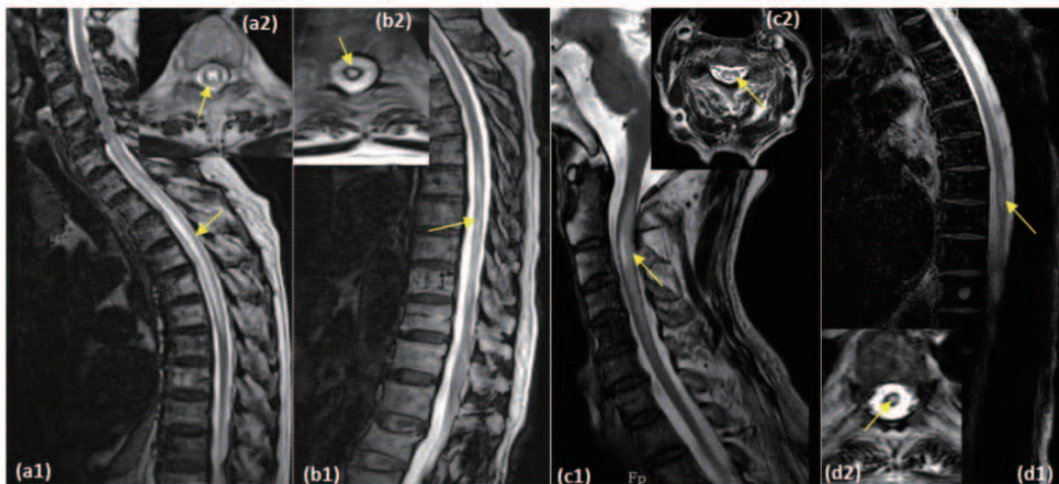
例1、例2、例3 NMOSDs患者MRI检查所示脊髓病变(箭头所示)
